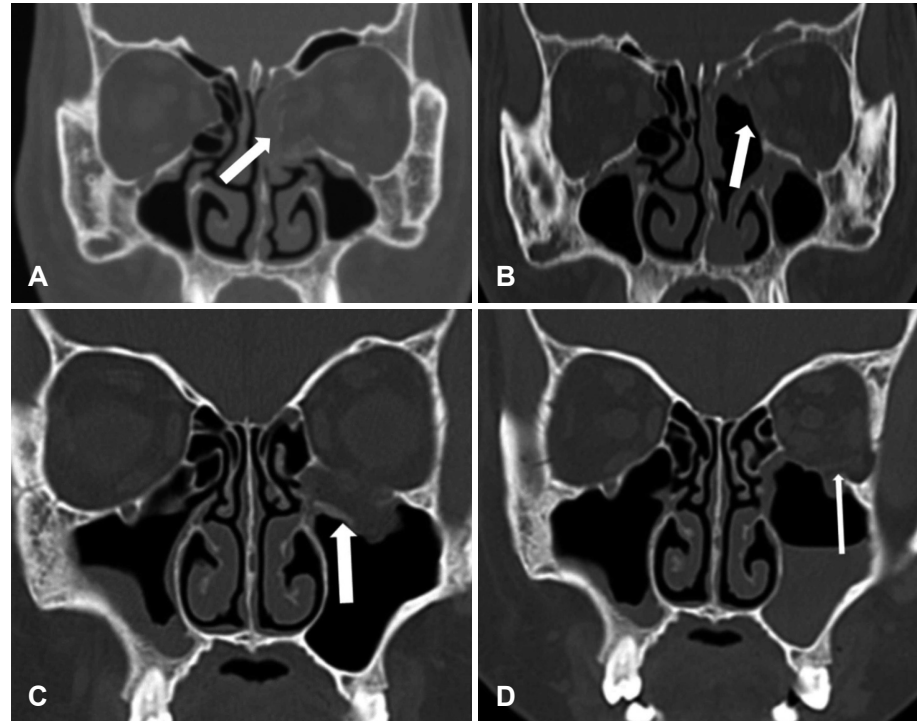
Preoperative CT scan shows large blowout fracture of the left medial orbital wall with herniation of the orbital tissue (white arrow)(A). CT at postoperative 3 days shows well reconstructed medial orbital wall (white arrow)(B). Preoperative CT scan shows a fracture of the orbital floor with soft tissue herniated into the maxillary sinus (white arrow)(C). CT at postoperative 3 days shows the reconstructed orbital floor with bioresorbable implant (white arrow)(D).
